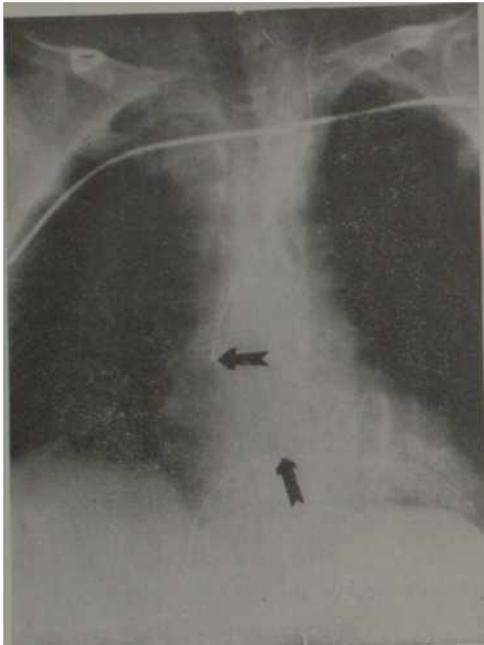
Radiografía en que se muestra la posición del catéter utilizado para el registro del EGH (flecha inferior) y del que se utilizó para la estimulación de la aurícula derecha (flecha superior).
